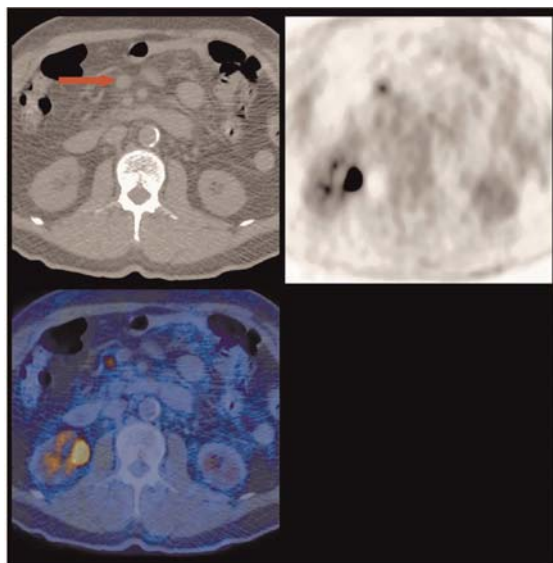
Rialzo del CEA con TC normale. Captazione patologica nel grasso peritoneale
